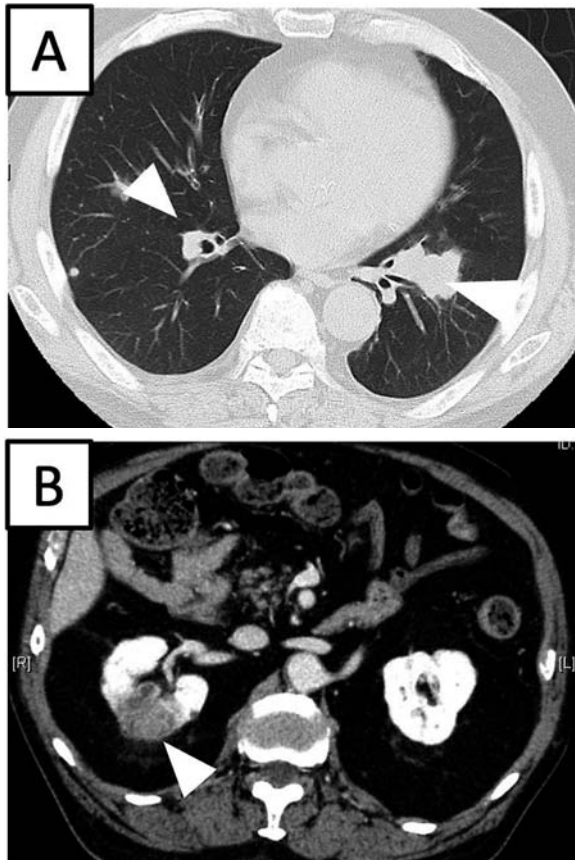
Computed tomography scan upon diagnosis. (A) Multiple lung metastases (arrowhead). (B) Large right renal mass (4 cm) with an irregular margin (arrowhead).
